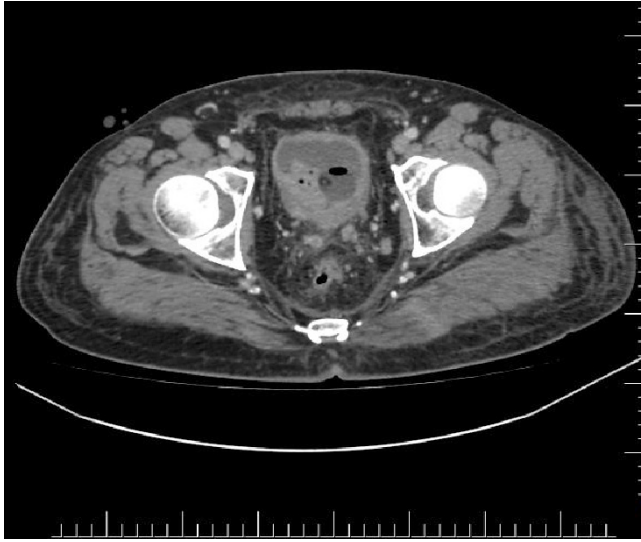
Bilgisayarlı tomografide (BT) mesane posterior duvarına oturan yaklaşık 4x2 cm boyutta patolojik görünüm izlendi.
